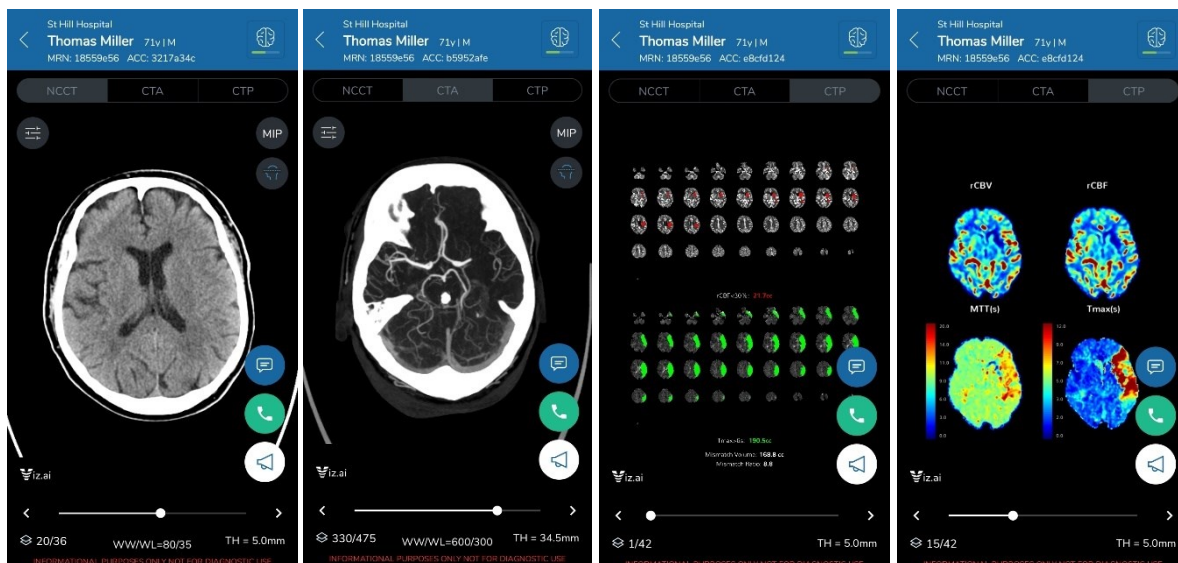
Esempi di immagini CT e mappe del caso LVO nell'app Viz training. A sinistra l'immagine NCCT, a seguire la MIP della CTA, le mappe perfusionali e le mappe multiparametriche.
